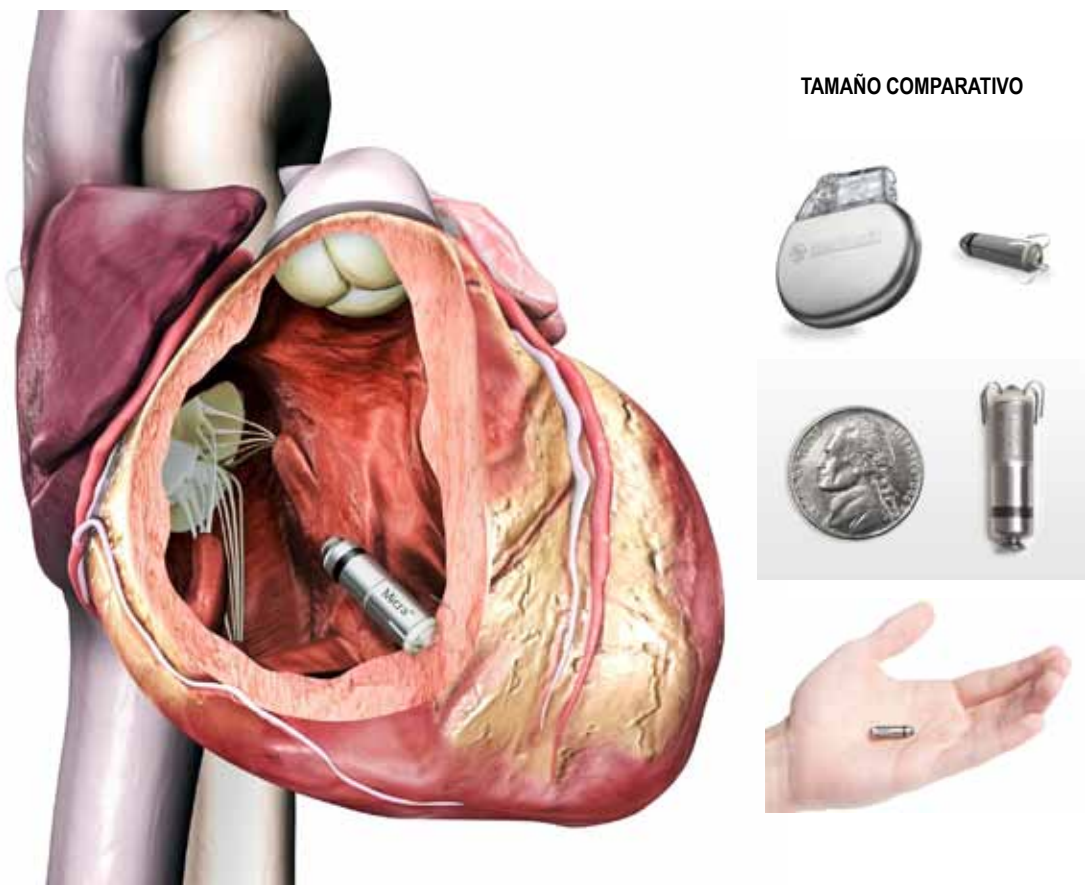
Nuevos desafíos en dispositivos sin cable. A. Marcapasos sin cable. B. Marcapasos utilizando ultrasonido. C. Cardiodesfibrilador subcutáneo.
